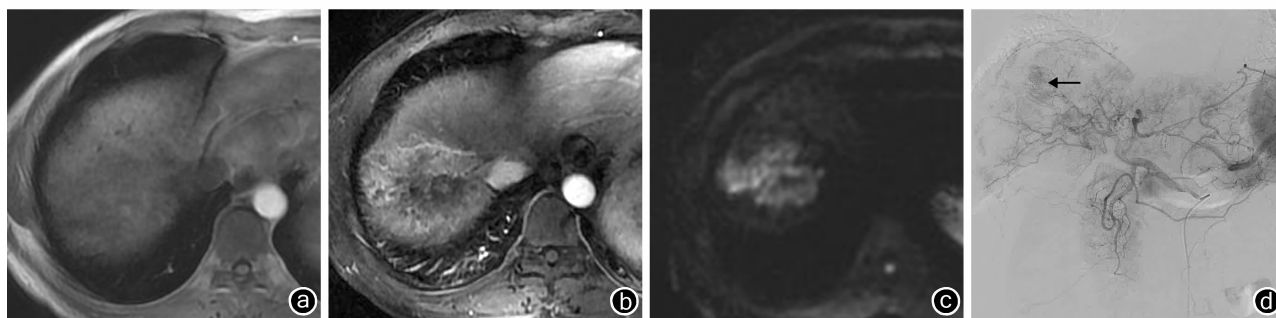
肝癌患者行 TACE 后 3 个月第 2 次 MRI 检查结果 a:治疗病灶周围出现异常信号; b:T₁WI 平扫呈低信号,动态增强扫描动脉期病变明显强化; c:弥散加权成像病变呈明显高信号; d:选择性动脉造影显示团状病灶染色(←)
